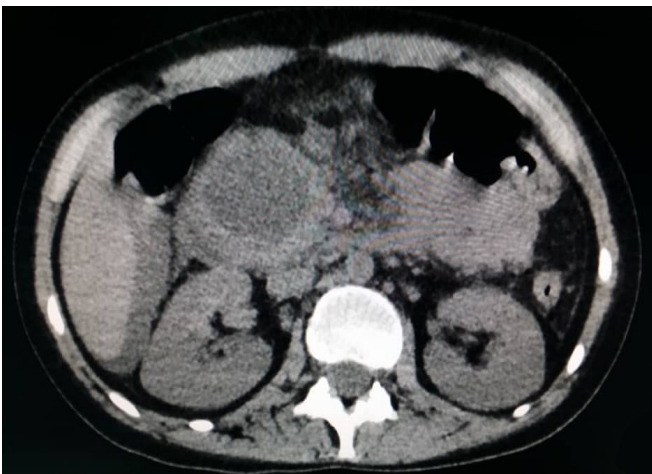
TAC simple de abdomen. Obsérvese colección en cabeza del páncreas en relación con pseudoquiste.
